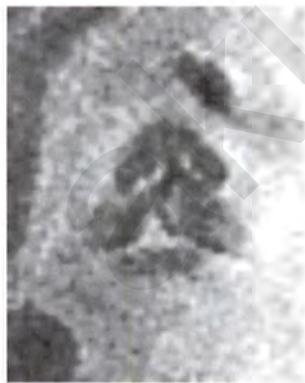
Беременность 25 нед. МРТ. T2-ВИ корональный скан плода с расщелиной верхней губы
